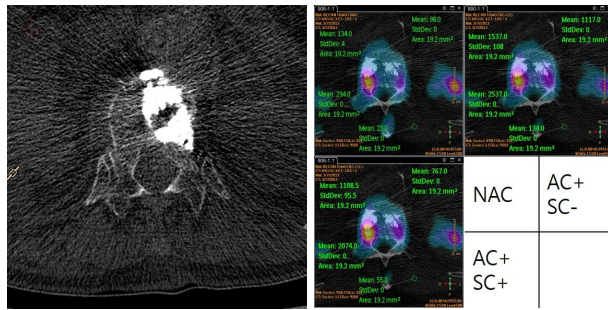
Artifact of the CT image generated by the bone cement (left). ROI of the patient image was set by dividing the vertebral body into the fracture region, the normal region and the cement, and the soft tissue was set on the spine erector muscle (right).
